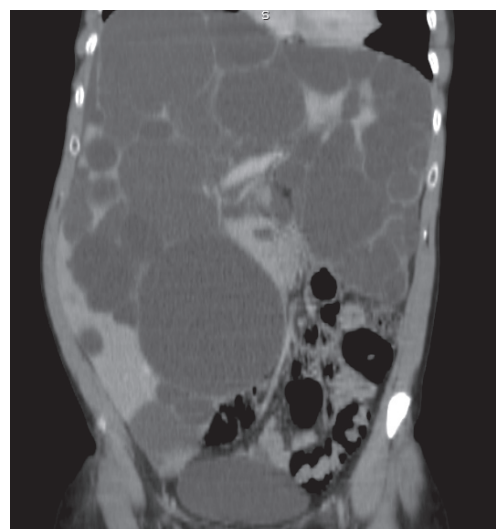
TC – vista coronal
